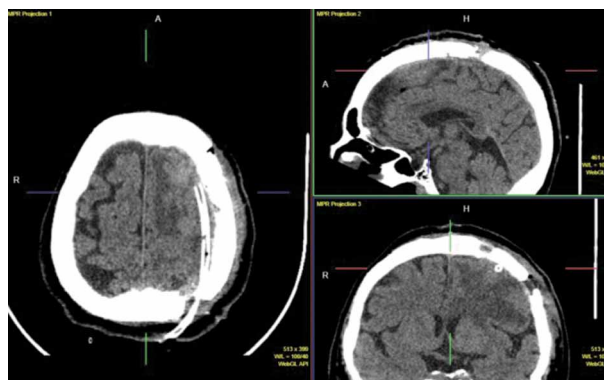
МСКТ головного мозга пациентки Ш. на 1-е сутки после удаления субдурального и внутримозгового абсцессов.
